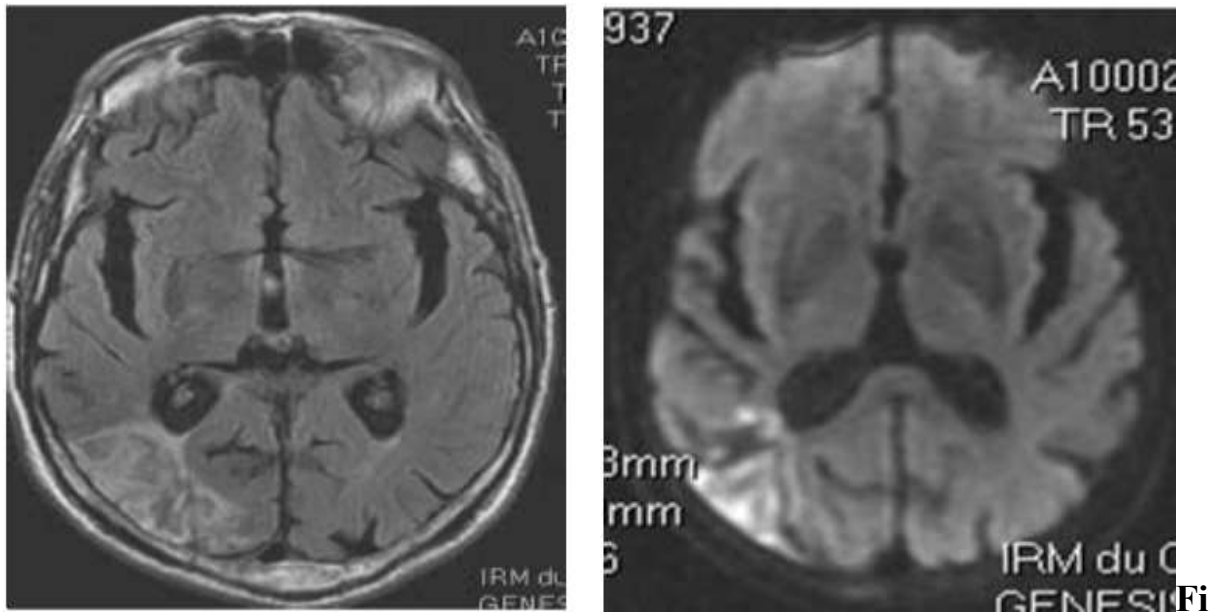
IRM cérébrale en coupe axiale (séquence FLAIR à gauche, séquence de diffusion à droite): AVC constitué dans le territoire de l'ACP droite
